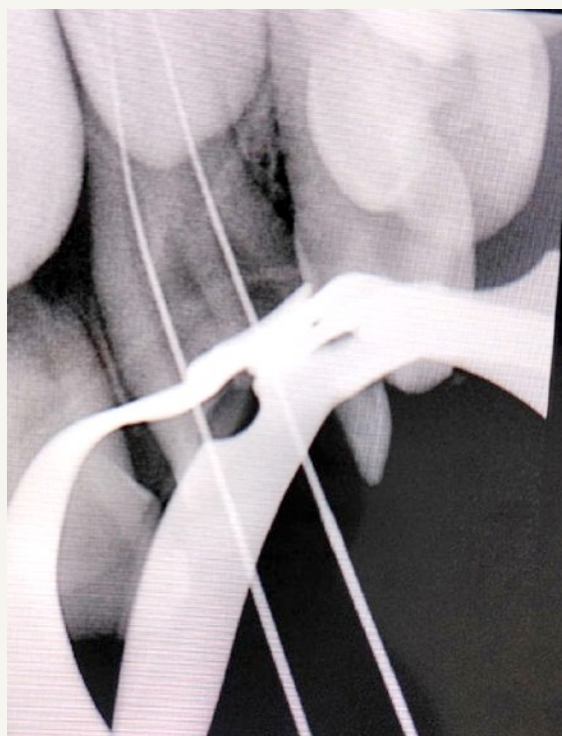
Radiografía de la conductometría 16 y 17 mm.
